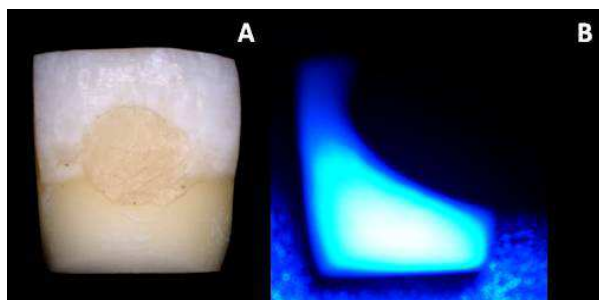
A-Restauração em resina composta Filtek Z350XT(3M ESPE, St. Paul, MN, EUA). B- Fotopolimerização durante 20 s com aparelho de luz halógena (Optilux VLC 501, Demetron Research Corp, Danbury, CT, EUA).
